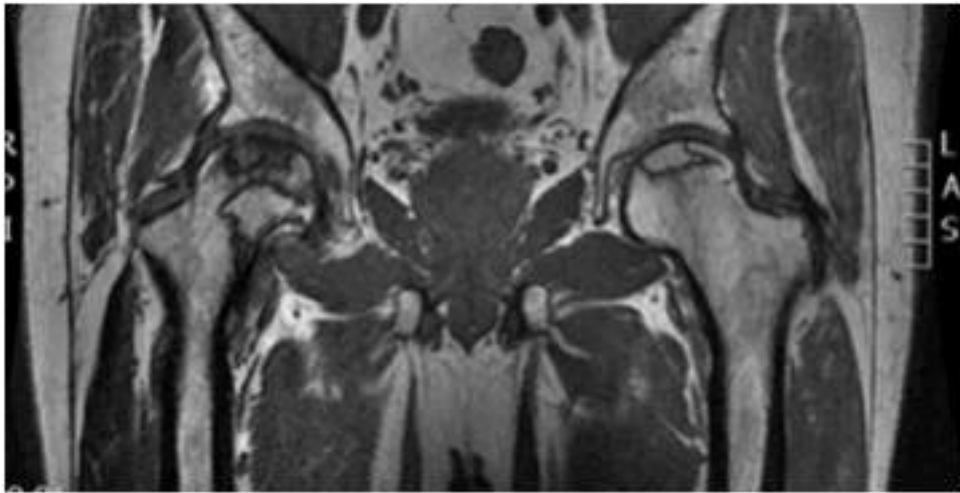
RM del mismo paciente de la figura 5. Corte coronal en T_1 mostrando la afectación de ambas caderas en diferentes estadios.
